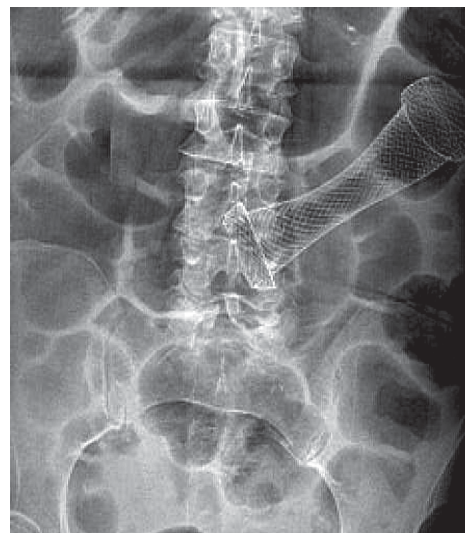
Рентгенография органов брюшной полости после установки нитинолового саморасширяющегося стента
